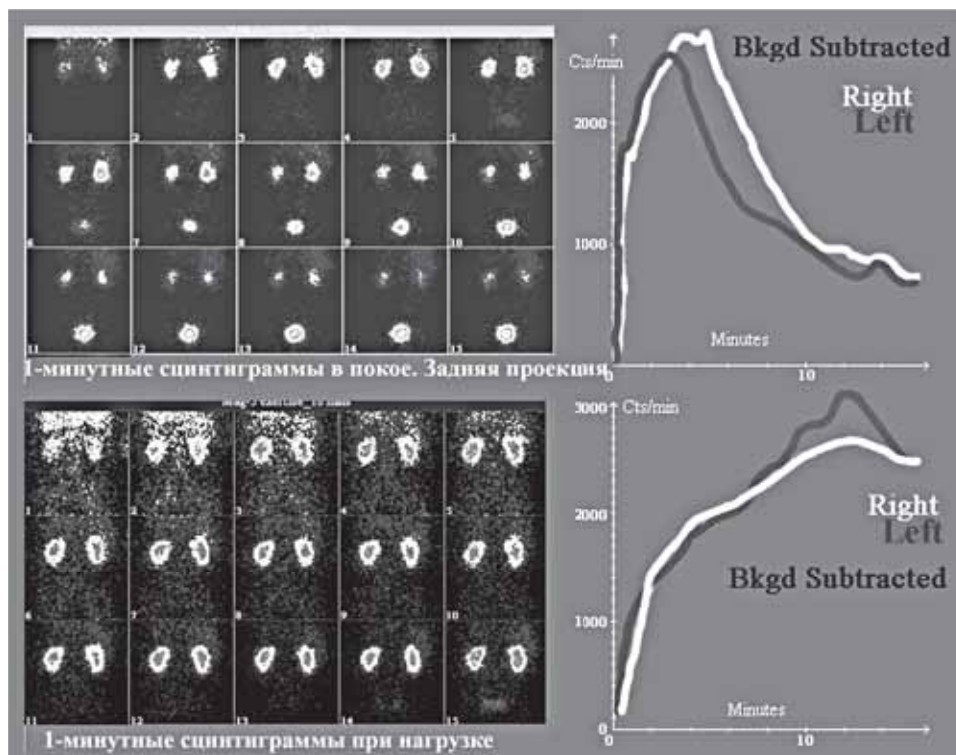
Верхний ряд – серия 1-минутных сцинтиграмм и ренограмм почек 51-летнего пациента с АГ, обследованного в покое. Мочевой пузырь визуализируется с 5-й минуты.
